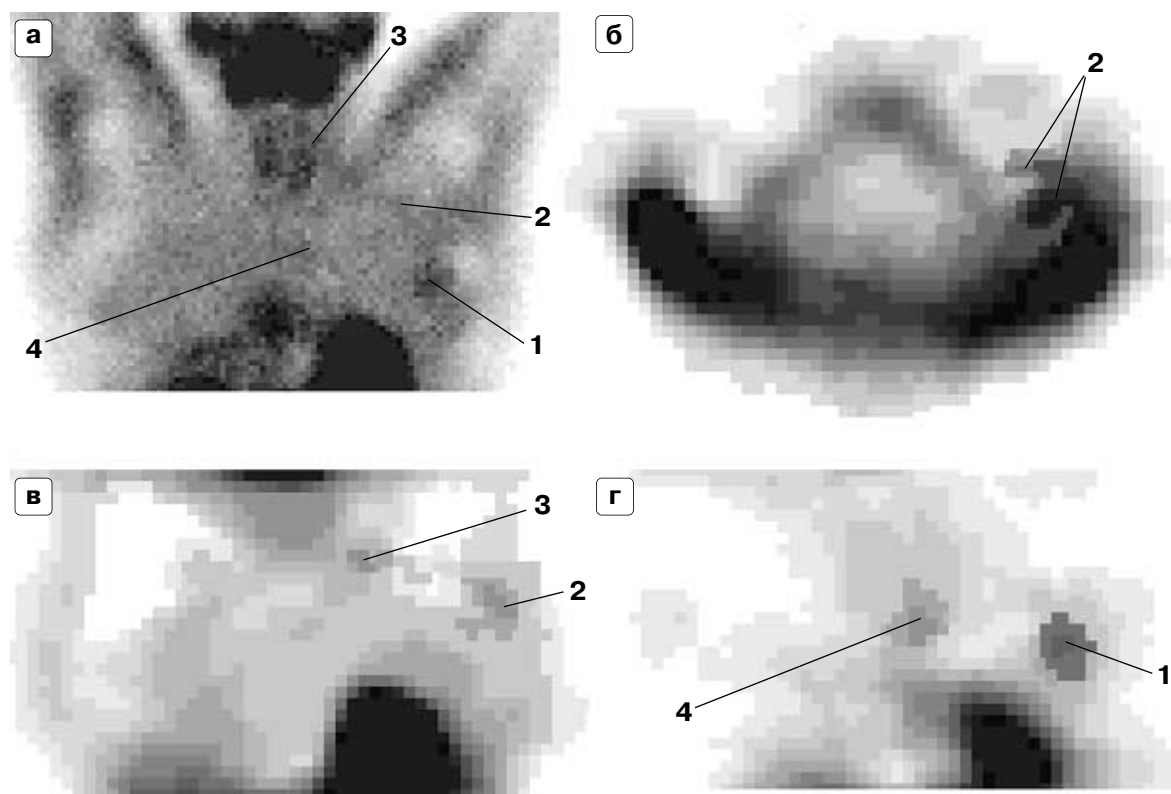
Картина планарной маммосцинтиграммы (а) и ОЭКТ с ^{99m}Tc -технетрилом в аксиальной (б – на уровне подключичных лимфоузлов) и фронтальных (в – по передней, г – по средней аксиллярной линии) у пациентки с распространенным опухолевым поражением лимфатических узлов при карциноме левой молочной железы. Линиями указано патологическое накопление ^{99m}Tc -технетрила в области первичной опухоли (1) и метастазов в аксиллярные (2), подключичные (3) лимфатические узлы, а также в области переднего средостения (4).
